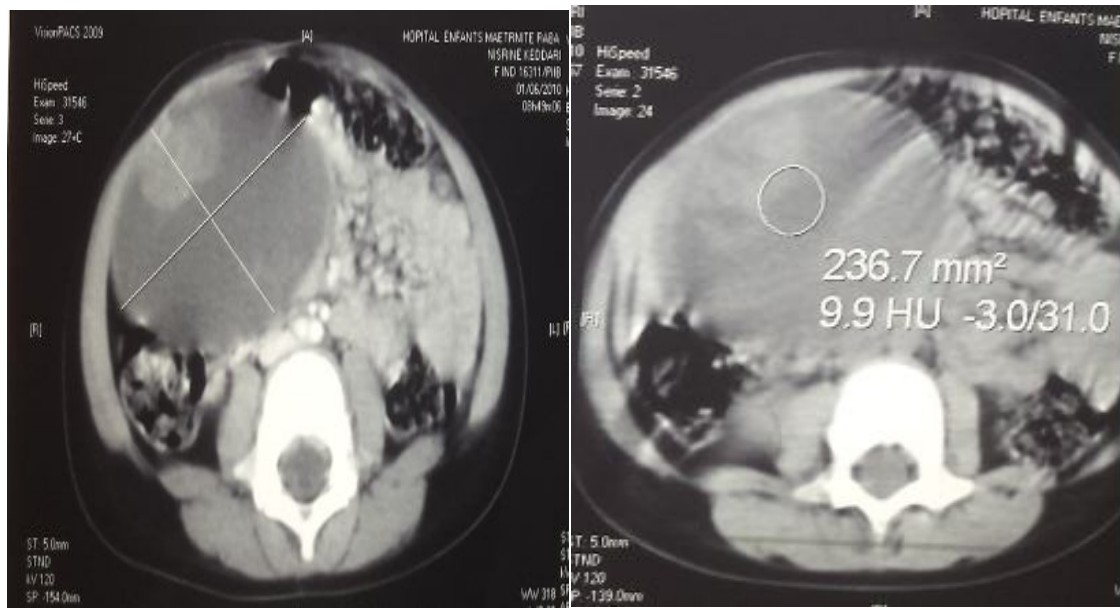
TDM abd-pelv (du 01/06/2010): Masse kystique arrondie bien limitée, contenant un bourgeon à contours irréguliers, iso-dense se rehaussant après injection de produit de contraste, appendue à la paroi antéro-supérieure et mesurant 78 x 68 x 70 mm.
